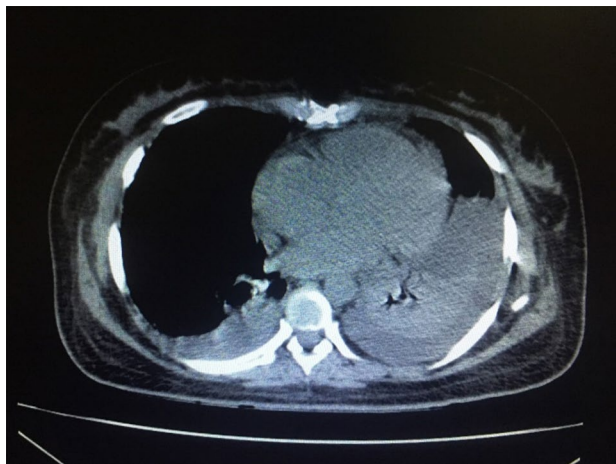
Tomografia Computadorizada de tórax evidenciando pequeno derrame pleural à direita e moderado à esquerda.
